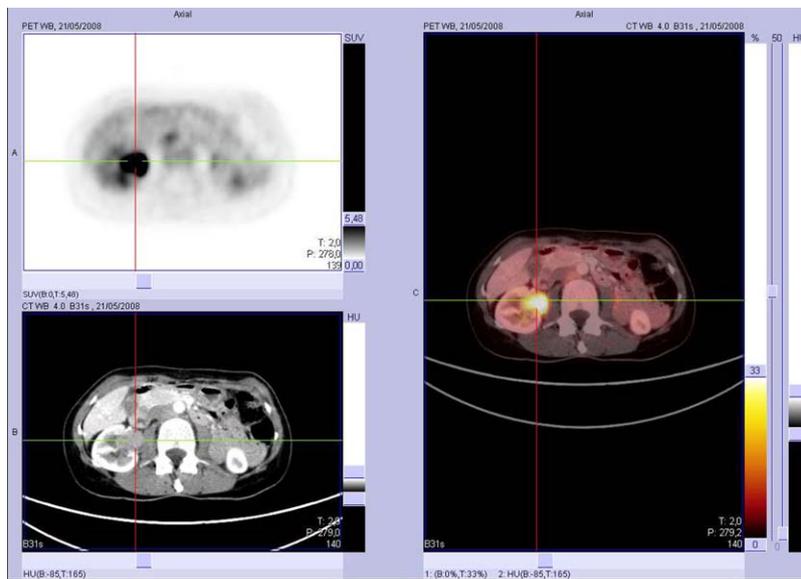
Las imágenes axiales de PET, TAC y fusión muestran una masa de 3,2 x 2,2 centímetros y de características hipermetabólicas (SUV máximo de 19,6) en la pelvis de riñón derecho compatible con un proceso neoplásico primario.
